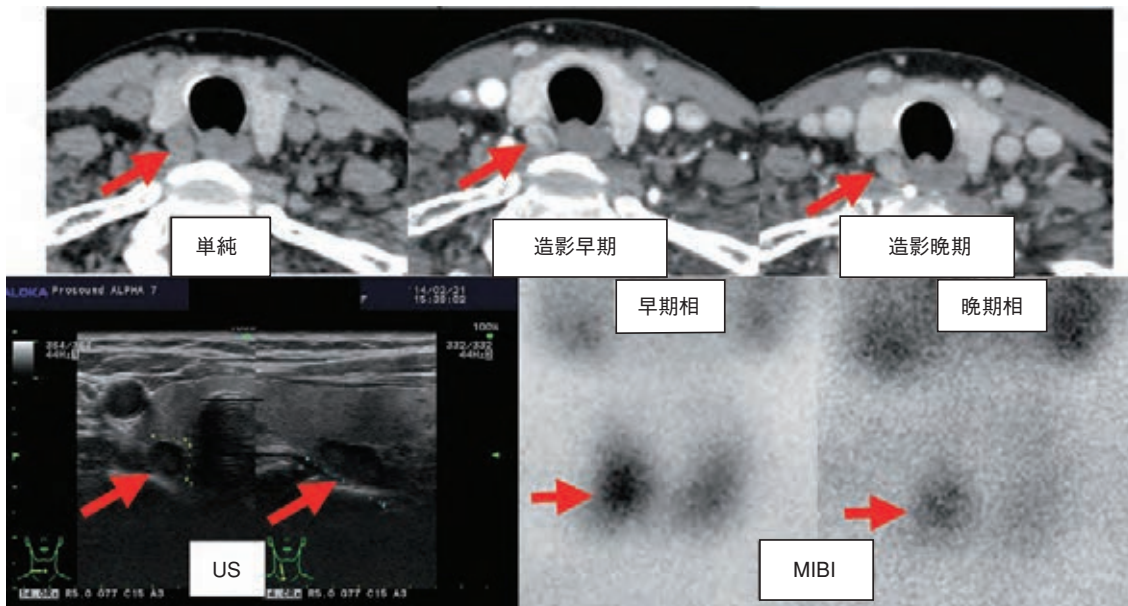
pHPTの典型的な画像所見. 右上副甲状腺腺腫. CTでは甲状腺右葉背側に甲状腺よりlow densityな腫瘍として描出される. 甲状腺との間には薄い境界がある. 造影早期にほぼ甲状腺と同じCT値にまで造影され, 造影晚期では甲状腺よりCT値が低下する.
